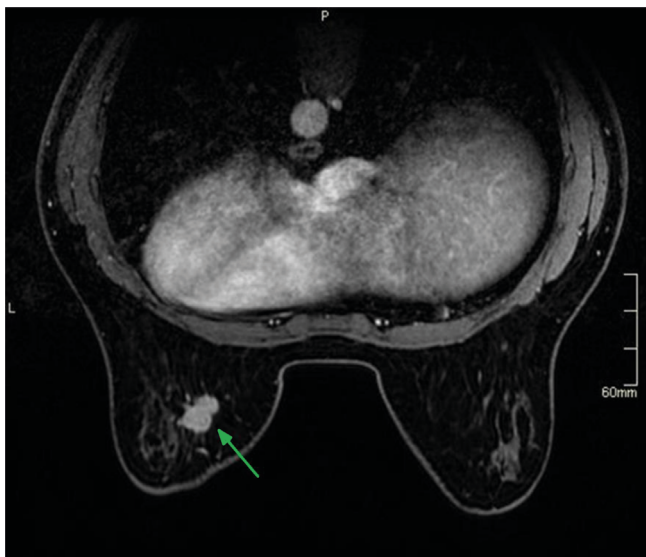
МРТ с контрастным усилением. Рак левой молочной железы
